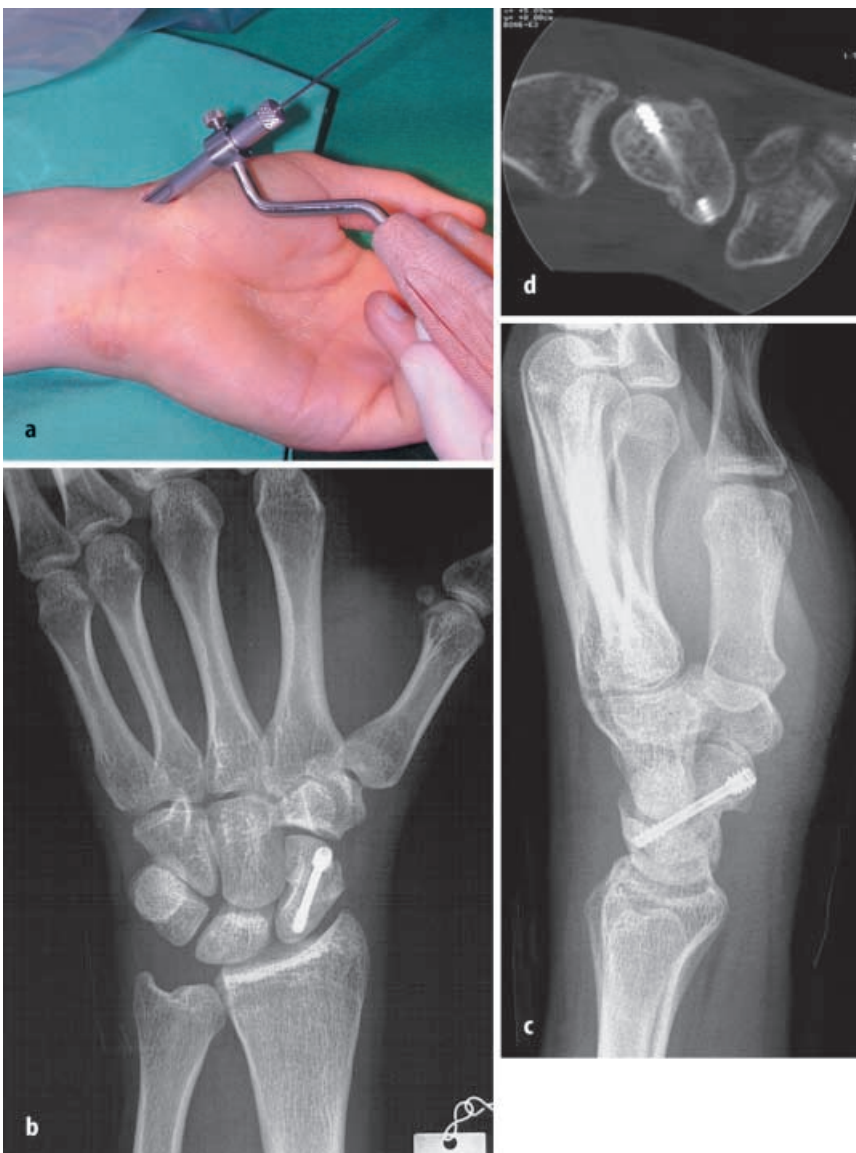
d ▲ Minimal-invasive Technik, präoperativer Befund s. Abb. 5 (a) Einbringen des Führungsdrahtes (b, c) postoperative Röntgenkontrolle (d) in der CT vollständige knöcherne Konsolidierung nach 3 Monaten, klinisch seitengleiche Kraft und Beweglichkeit
